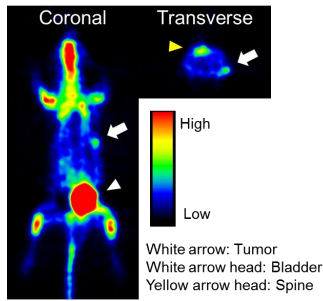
$[^{18}\text{F}]\text{FDG}$ の NCI-N87 担がんマウス投与後の PET 画像。
